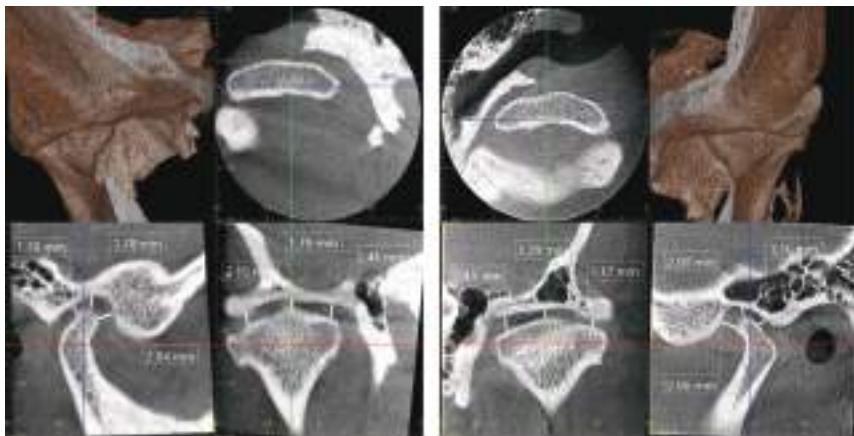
Конусно-променева комп'ютерна томографія скронево-нижньо-щелепних суглобів
